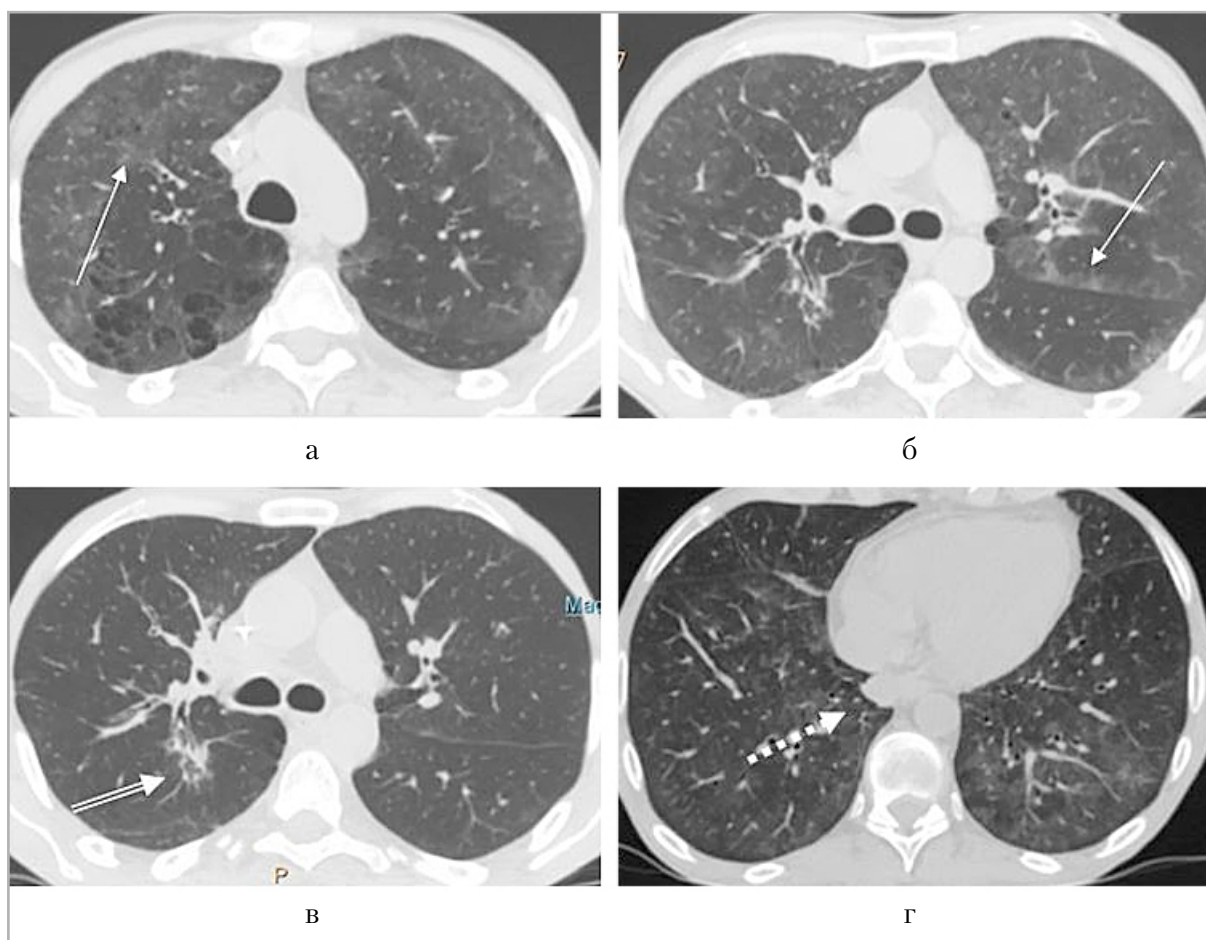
МСКТ при выписке — хорошая положительная динамика рассасывания вирусной пневмонии и туберкулезных изменений: а, б — зоны матового стекла уменьшились в количестве, оставшиеся небольшие участки имеют крайне малую интенсивность (*простые стрелки*); в — в S6 правого легкого — фрагментация определявшегося ранее инфильтрата на уплотненные очаги (*двойная стрелка*); г — в S10 правого легкого сохраняется заполненное содержимым полостное образование (*пунктирная стрелка*)
